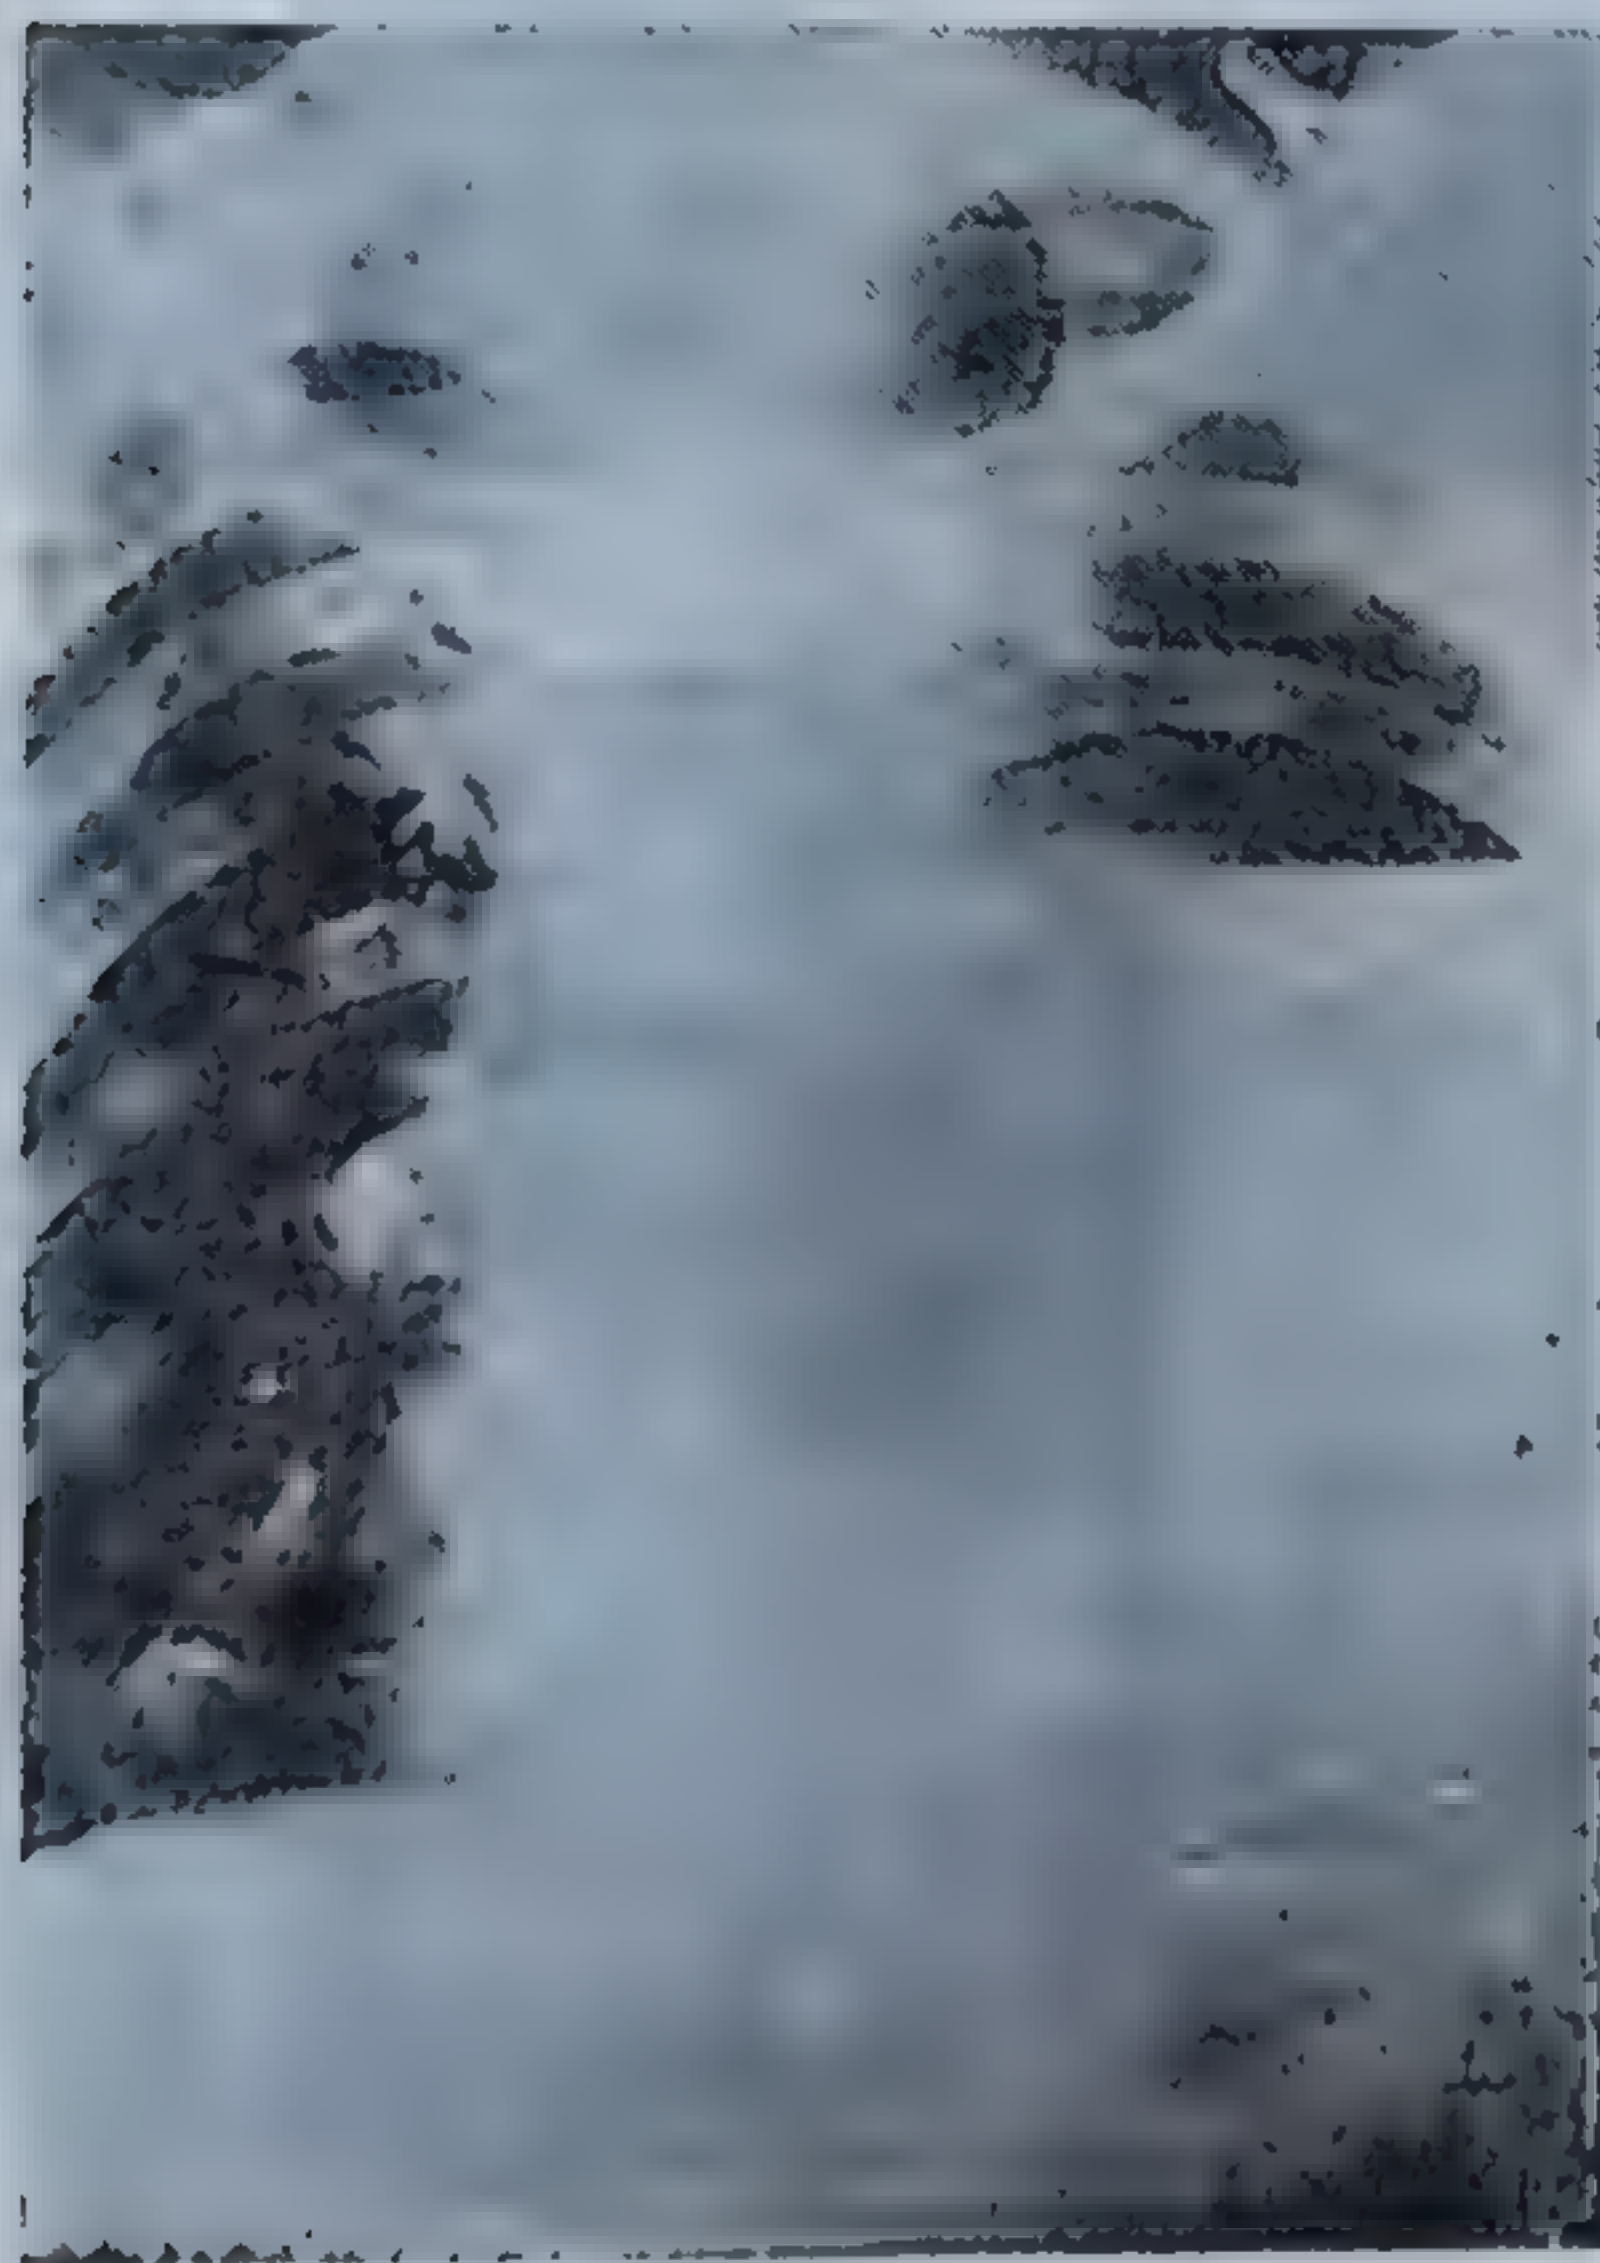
Radiografie : hemopneumotorax stâng masiv cu deplasarea mediastinului la dreapta după contuzie toracică cu fractura coastei. Ruptura pleurei și lezarea arterei intercostale. Stare de șoc toracic și hemoragic.
